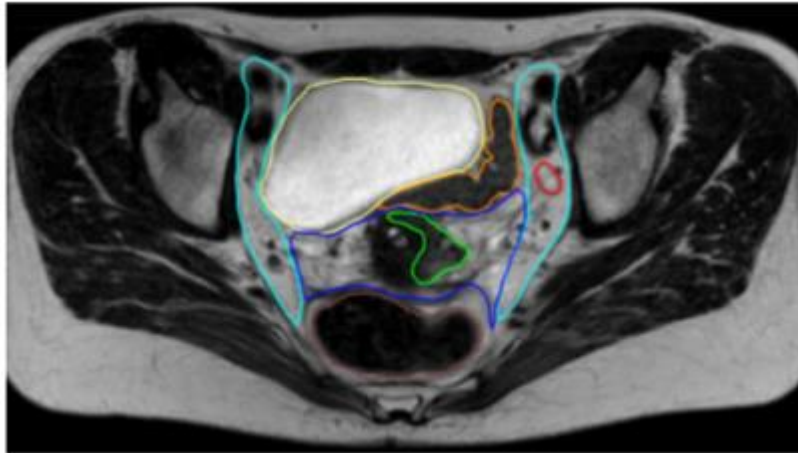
Délimitation des volumes d'intérêt pour la radiothérapie externe d'une lésion de stade IIB. IRM, séquence T2, coupe axiale. Bleu ciel : CTV ganglionnaire. Vert : GTV. Bleu foncé : CTV Centro pelvien (col et paramètres), rouge : GTV adénopathie ilio-obturatrice G, marron : rectum, orange : sigmoïde, jaune : vessie [43].
